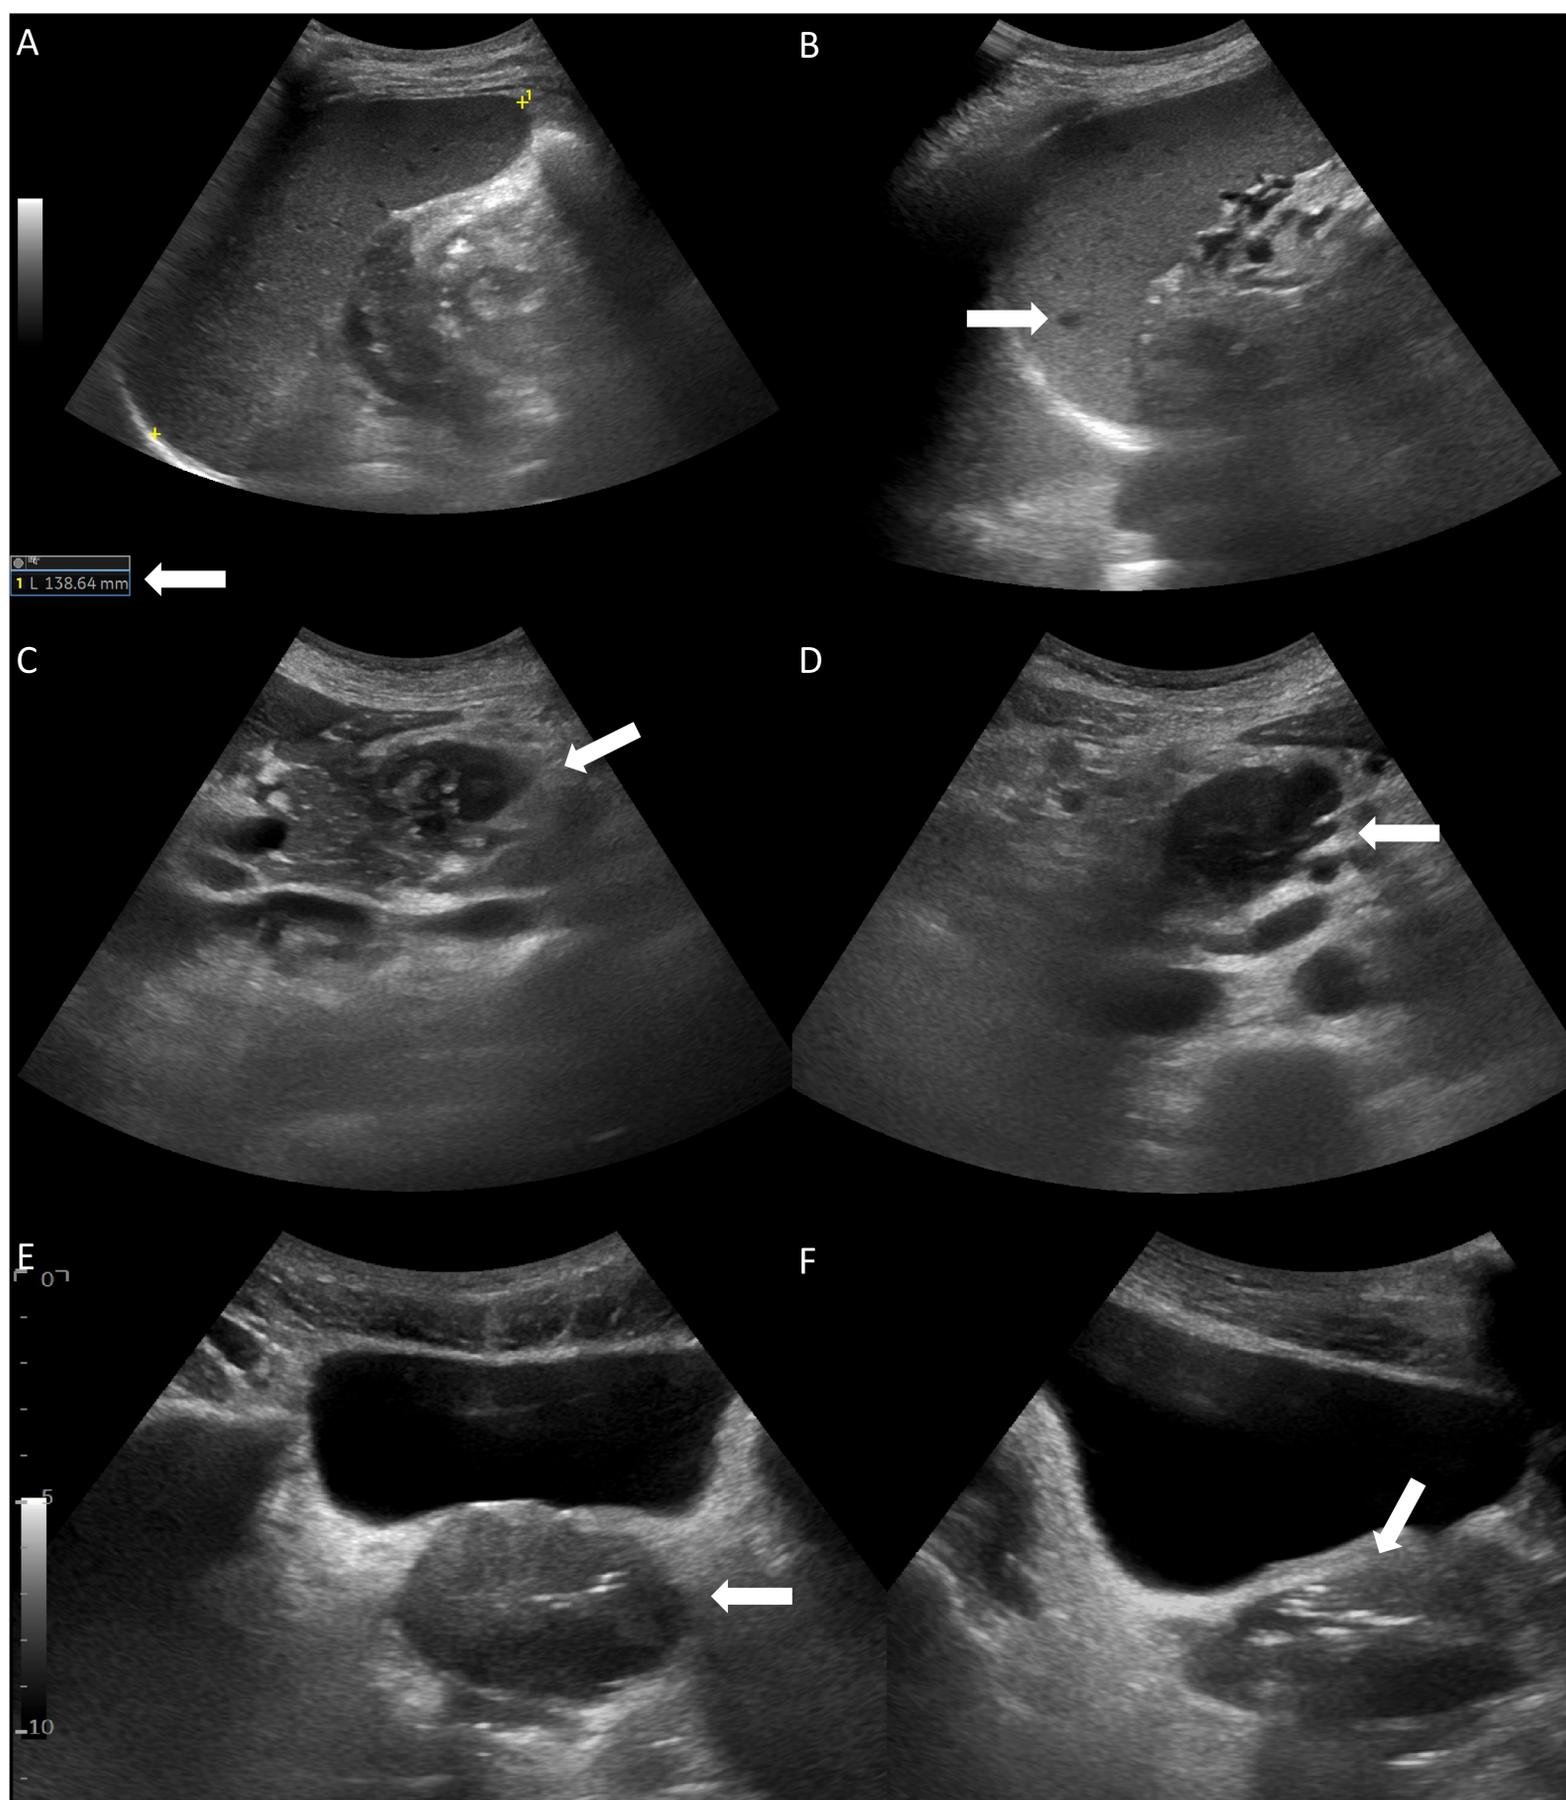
Ecografía abdominal. 6A, esplenomegalia; 6B, milimétricas lesiones nodulares hipoeoicas difusas (forma micronodular); 6C, lesión sólida de dependencia pancreática vs adenopatía peripancreática; 6D, adenopatías en raíz de mesenterio; 6E-F, burbujas aéreas en una glándula prostática aumentada de tamaño
